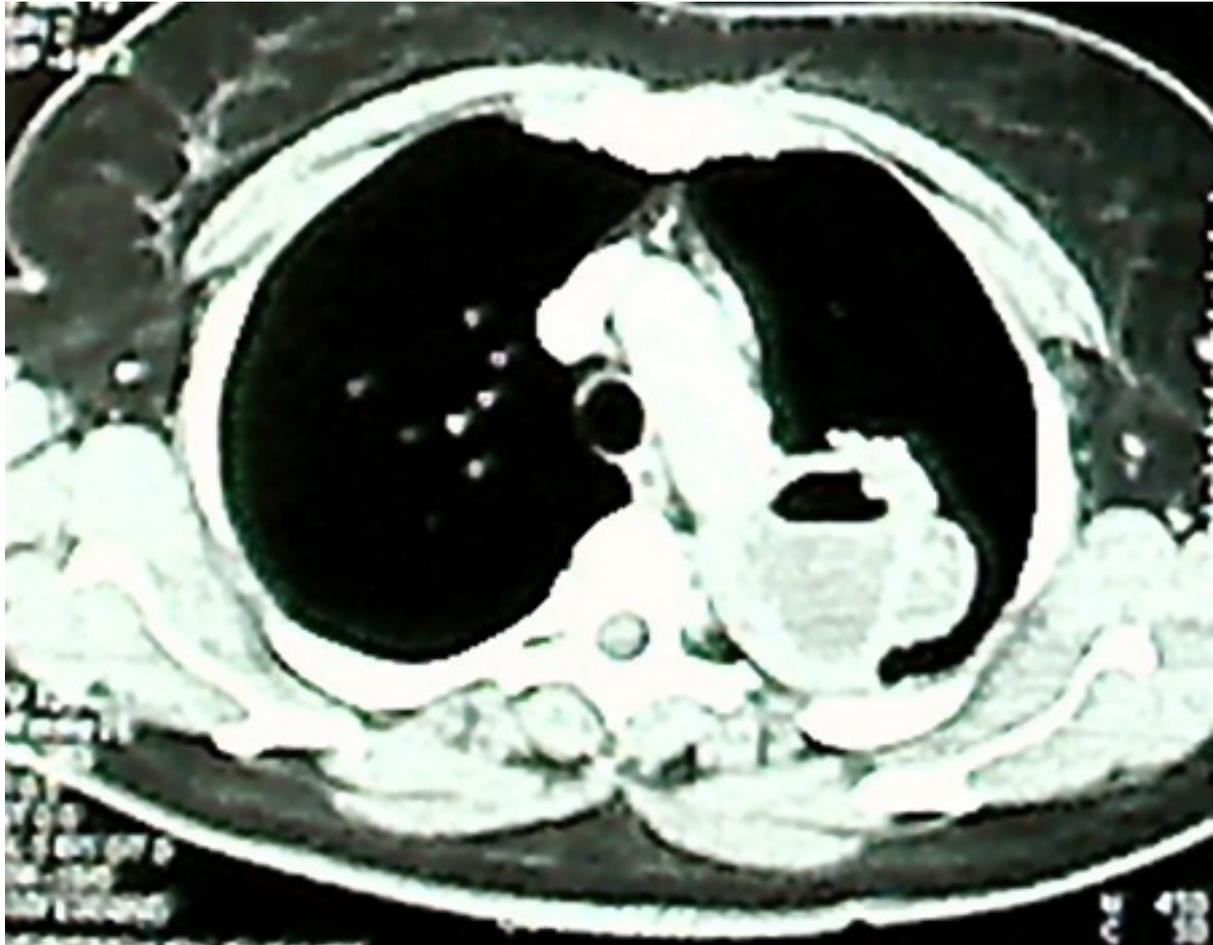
TC en la que se observa un absceso pulmonar
